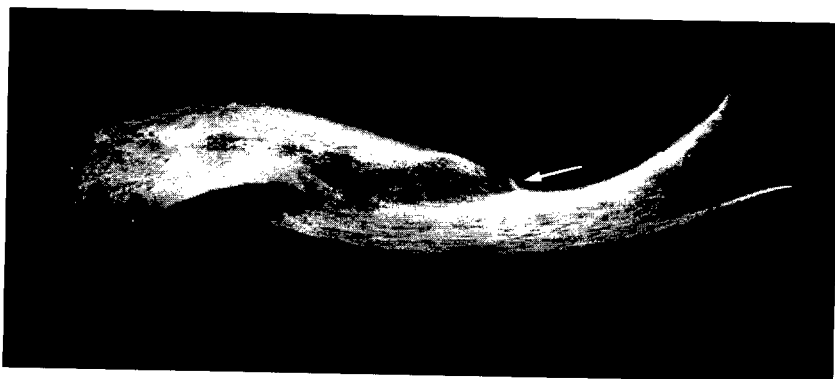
Radiografia de la clavícula dreta de l'individu n. 65, amb desviació de l'eix i call de fractura.
